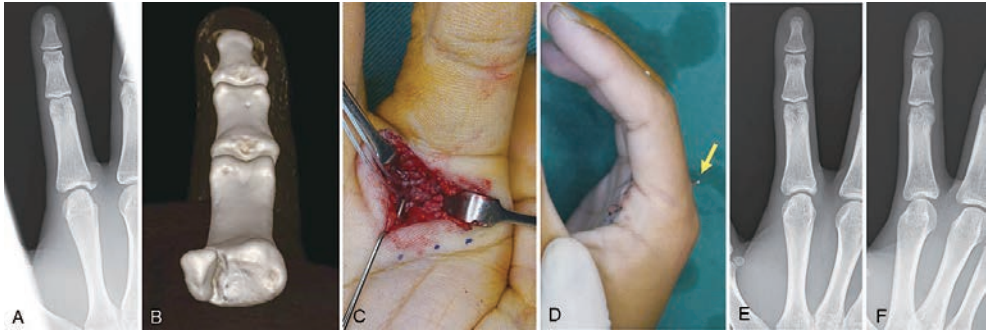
A 受傷時単純X線. B 受傷時3D-CT. C 術中写真. ファイバーワイヤーを締結した直後. D 術中写真. 鋼線は背側に出した状態. E・F 最終観察時単純X線.
